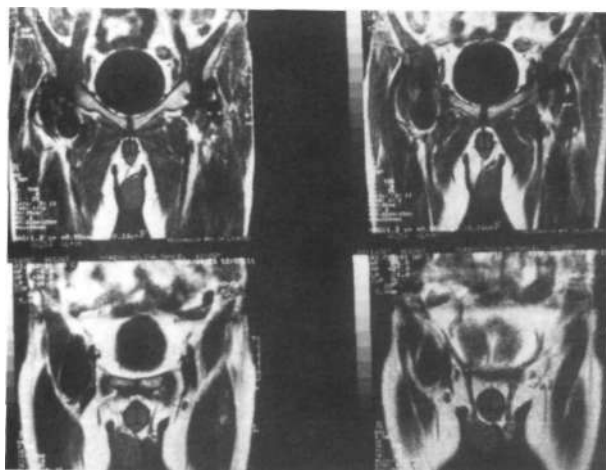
RMN de pelvis: masa quística de 9 x 5 x 5 cm en la porción anterior y medial del músculo iliopsoas.
